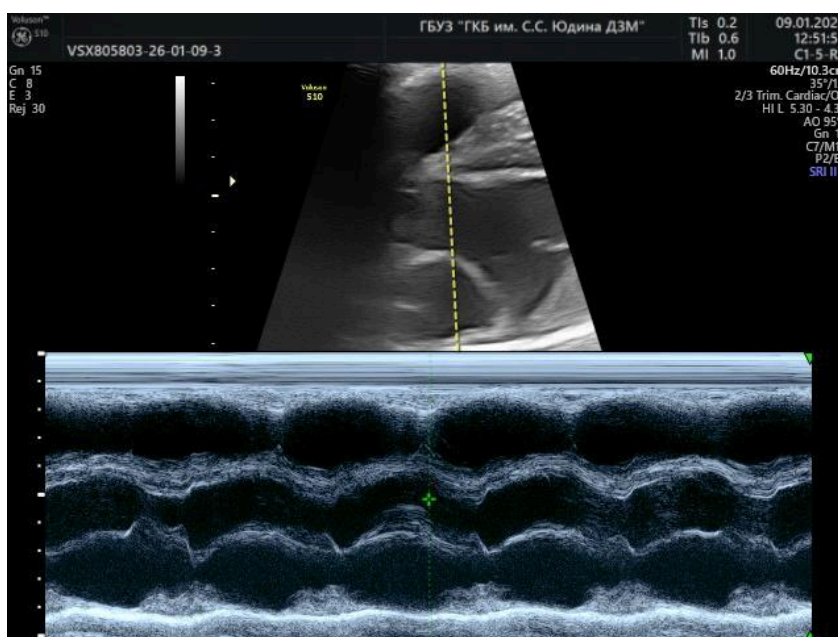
Ультразвуковая картина, полученная при проведении эхокардиографии
